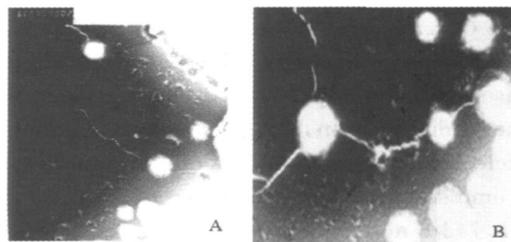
转相超声乳化技术(A)和高压乳匀法(B)所得亚微乳 TEM 图
